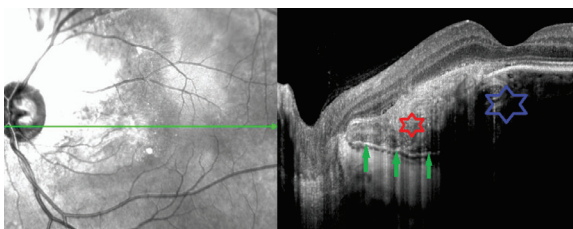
Оптическая когерентная томография левого глаза пациентки Н., 35 лет; горизонтальный скан через зону субретинальной неоваскулярной мембраны. Синяя звездочка — зона хориоидеи с сетчатой структурой; зелёные стрелки — гиперрефлективная линия, отделяющая остеому хориоидеи от истончённой хориоидеи; красная звездочка — зона хориоидеи с пластинчатой структурой
